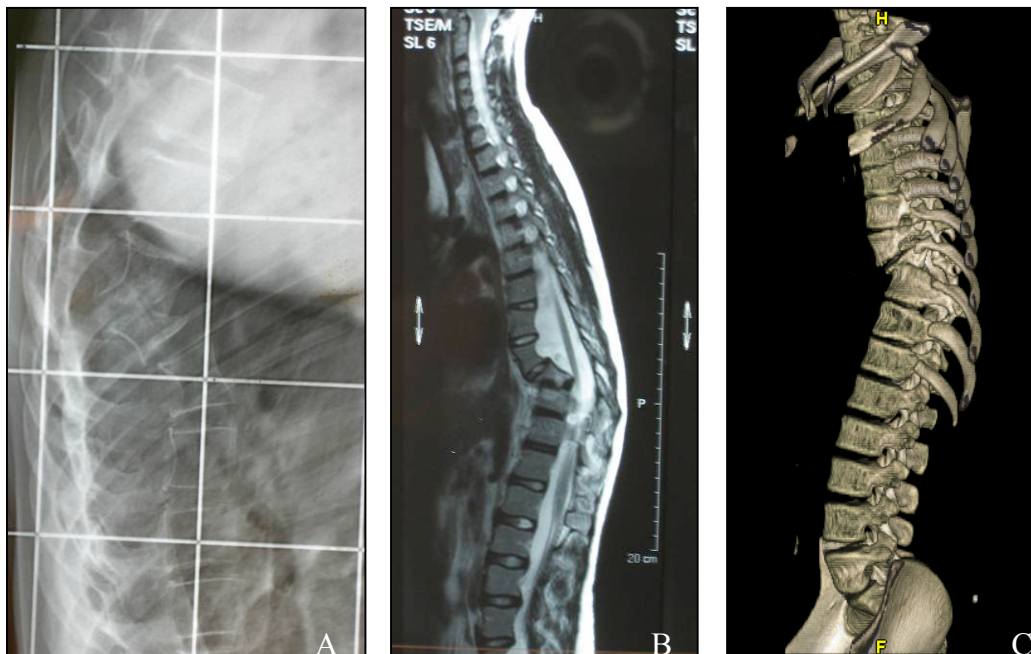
A : Radiographie de rachis de profil, B : IRM de rachis coupe sagittale, C : Reconstruction en 3D de l'IRM: effondrement-tassement de T9
